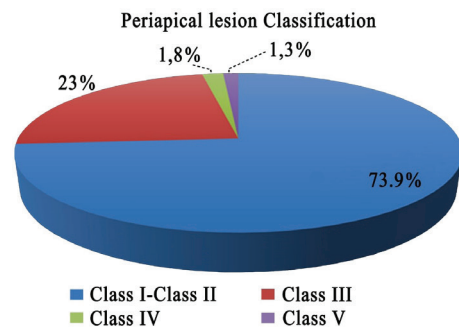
Distribution of periapical lesions according to periapical index
